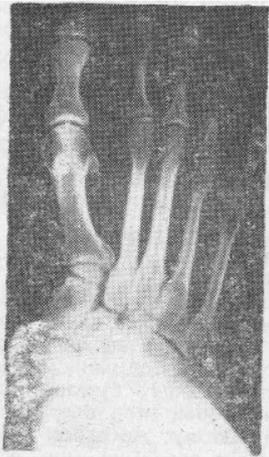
Прямая рентгенограмма стопы до операции.
